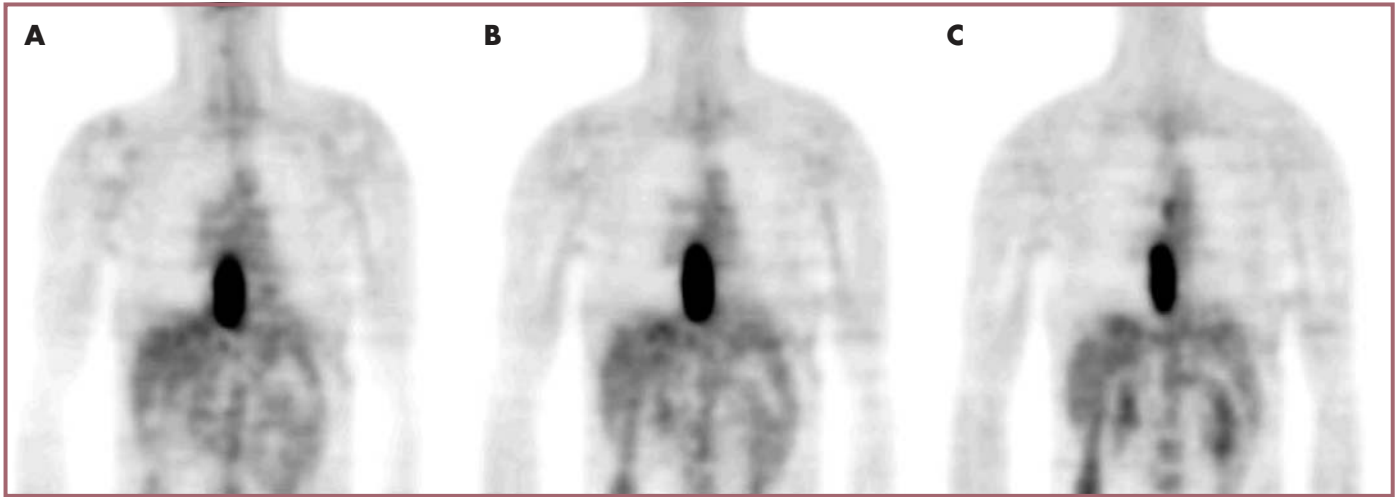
Paciente con adenocarcinoma sobre esófago de Barrett. Los planos coronales de 1 cm en el estudio PET-FDG muestran captación elevada en el tercio inferior del esófago y un foco a nivel paratraqueal derecho (C). La biopsia reveló la existencia de una adenopatía metastásica de adenocarcinoma.
